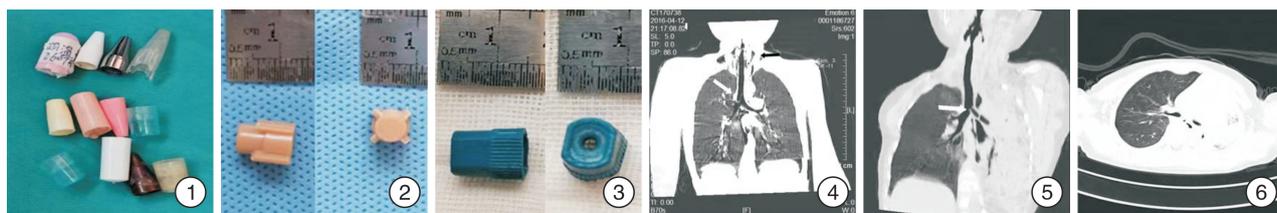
取出的部分笔帽异物；图 2 底部无对孔的笔帽；图 3 底部有对孔的笔帽；图 4 胸部 CT 气管隆突上右主支气管开口处异物(白色箭头所示),颈部及纵隔间隙气肿(黑色箭头所示)；图 5 胸部 CT 气道三维重建 左主支气管异物(白色箭头所示),左肺阻塞性肺炎、肺不张；图 6 胸部 CT 轴位 左肺不张。
